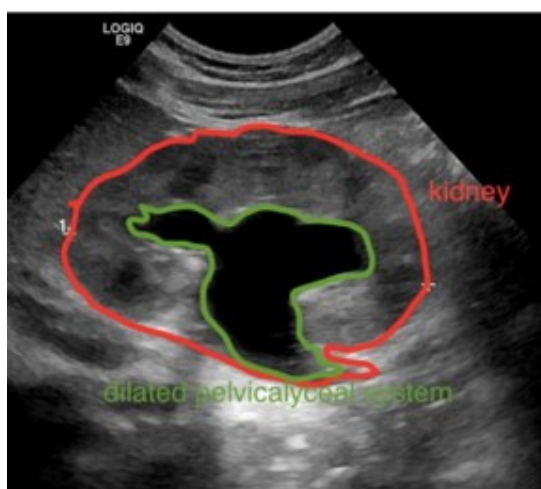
Ecografia di un rene con evidenziato in rosso il suo bordo e in verde il sistema collettore. L'area tra il rosso e il verde corrisponde al parenchima. [34]
